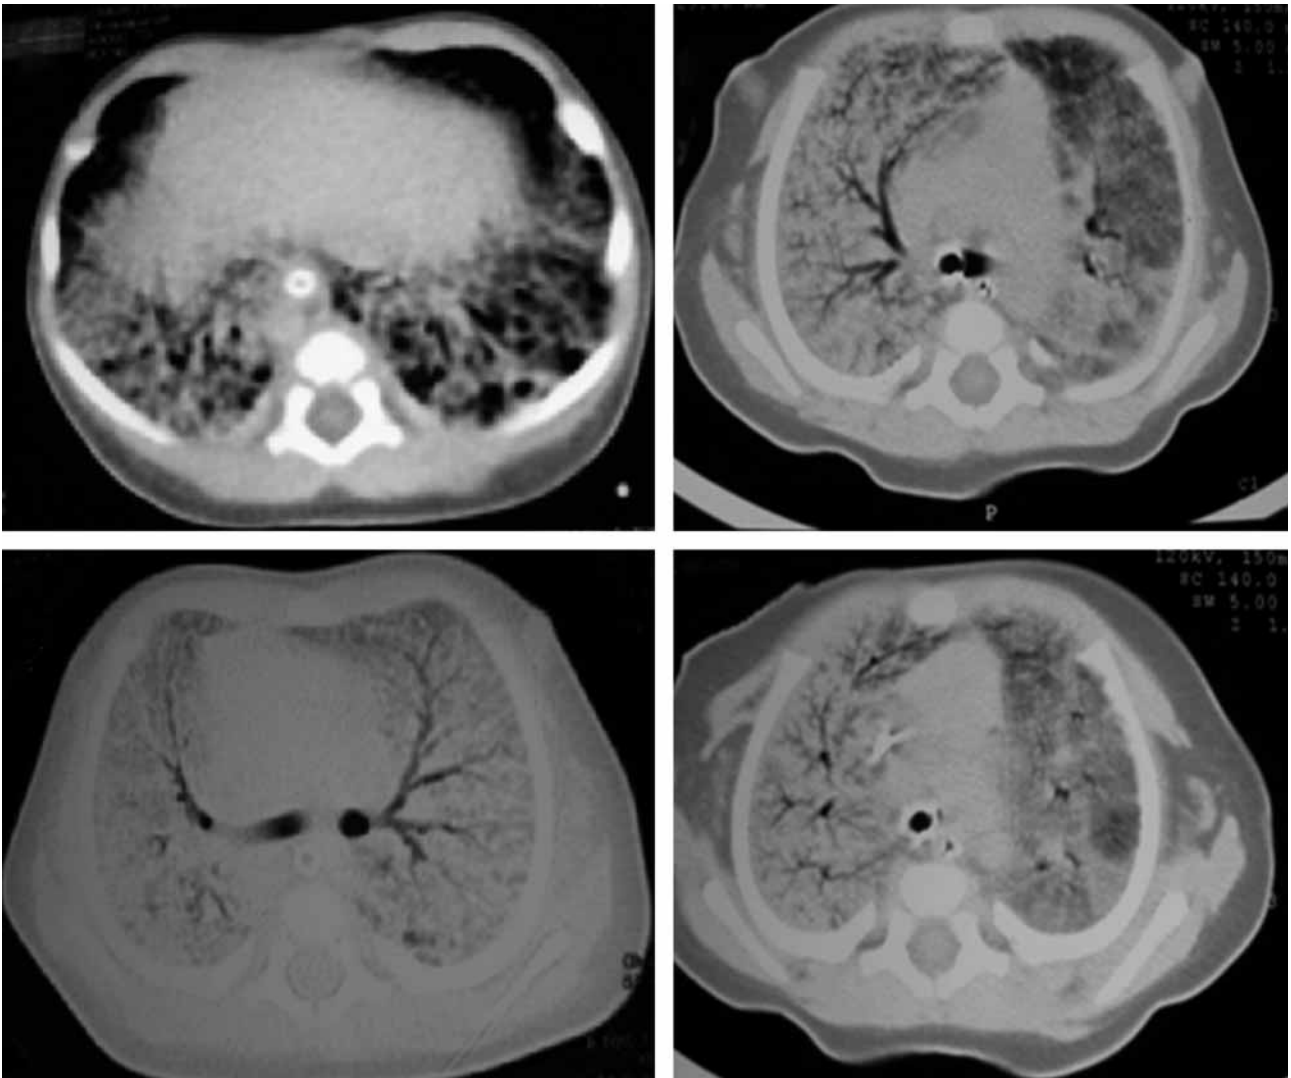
Tomografía simple de tórax en ventana para pulmón: A) del sitio de remisión; B, C y D) tomada en la institución. Se observa opacidad difusa de ambos campos pulmonares con zonas en patrón de vidrio esmerilado y con broncograma aéreo, áreas de consolidación del espacio aéreo, no se descarta componente atelectásico-infeccioso. No hay derrame pleural ni neumotórax.
